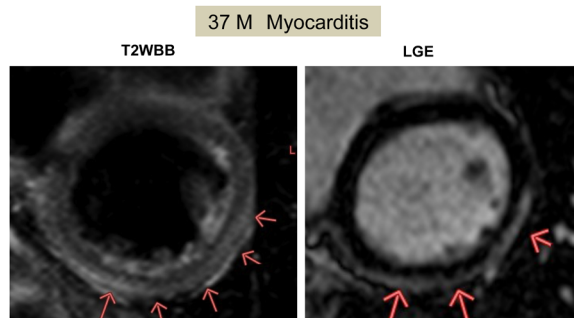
T2-weighted black blood
